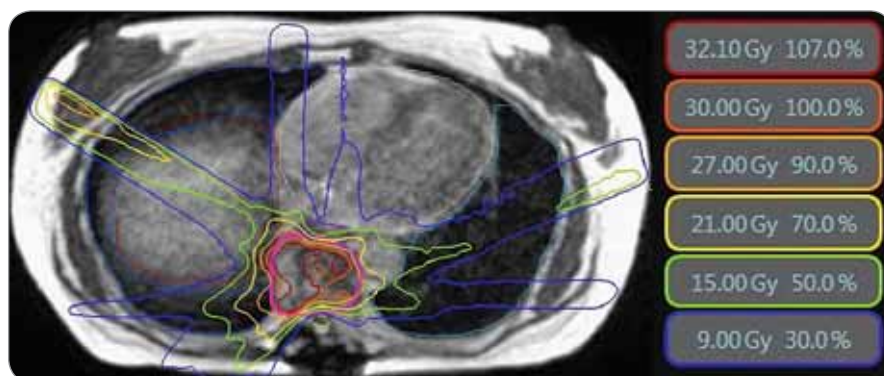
Treatment planning axial MRI with isodose lines. The isodose lines are displayed on an axial true fast imaging with steady-state precession image. The maximum spinal cord dose was 7.8 Gy in 15 fractions.
